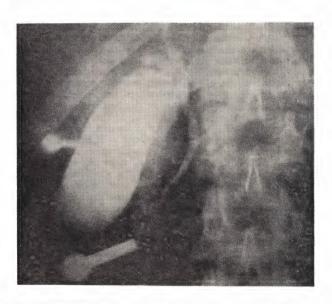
Лапароскопическая холецистохолангиограмма больного П. Общий желчный проток не расширен, рентгеноконтрастный раствор поступает в двенадцатиперстную кишку. Диагноз опухолевой желтухи снят.
